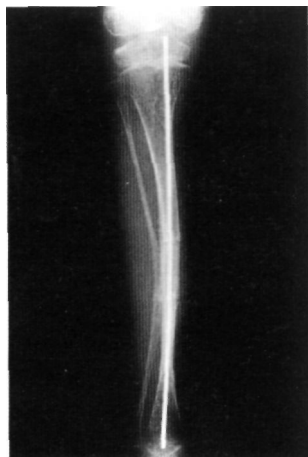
Radiografía A-P de tibia con enclavado profiláctico mediante aguja de Kirschner y doble osteotomía para alineación. Obsérvese que las fisas están rebasadas por la osteosíntesis.
